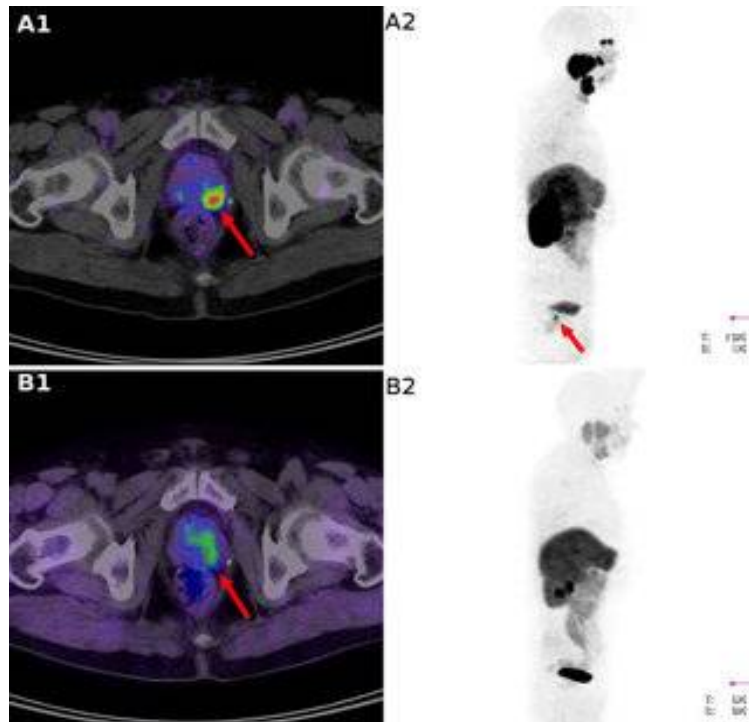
TEP/TDM au ^{68}Ga -PSMA montrant un foyer hypermétabolique prostatique gauche en faveur de rechute locale (98)
